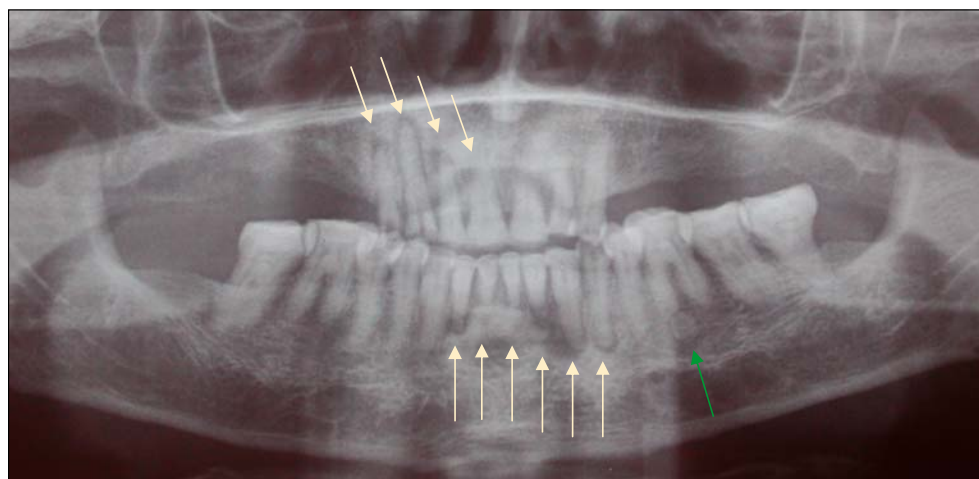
Orthopantomogramme mettant en évidence de nombreux foyers infectieux péri-apicaux (flèches jaunes) et une zone d'ostéocondensation en regard de la région de l'apex de la racine mésiale de la 36 (flèche verte).
